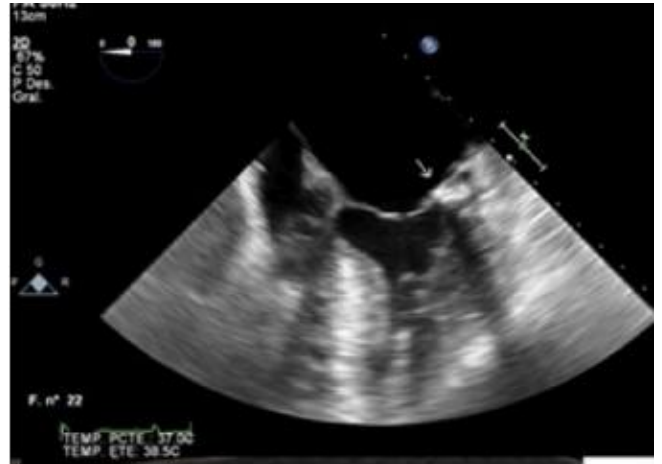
Imatge d'ecocardiograma transesofàgic que mostra imatge suggestiva d'abscess perianular mitral.
